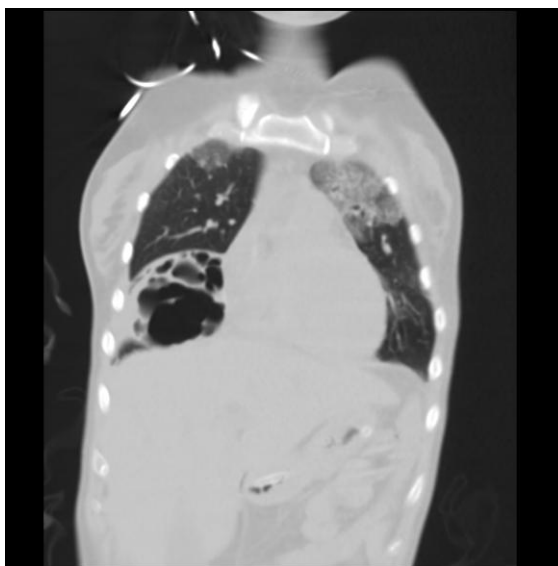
TAC de tórax sin contraste (plano frontal). Compromiso asimétrico del parénquima: pulmón derecho relativamente conservado. Opacidades en vidrio esmerilado (OVE) con engrosamiento reticular en el campo superior izquierdo. En base derecha, se identifican imágenes aéreas redondeadas de pared fina agrupadas: bullas.
